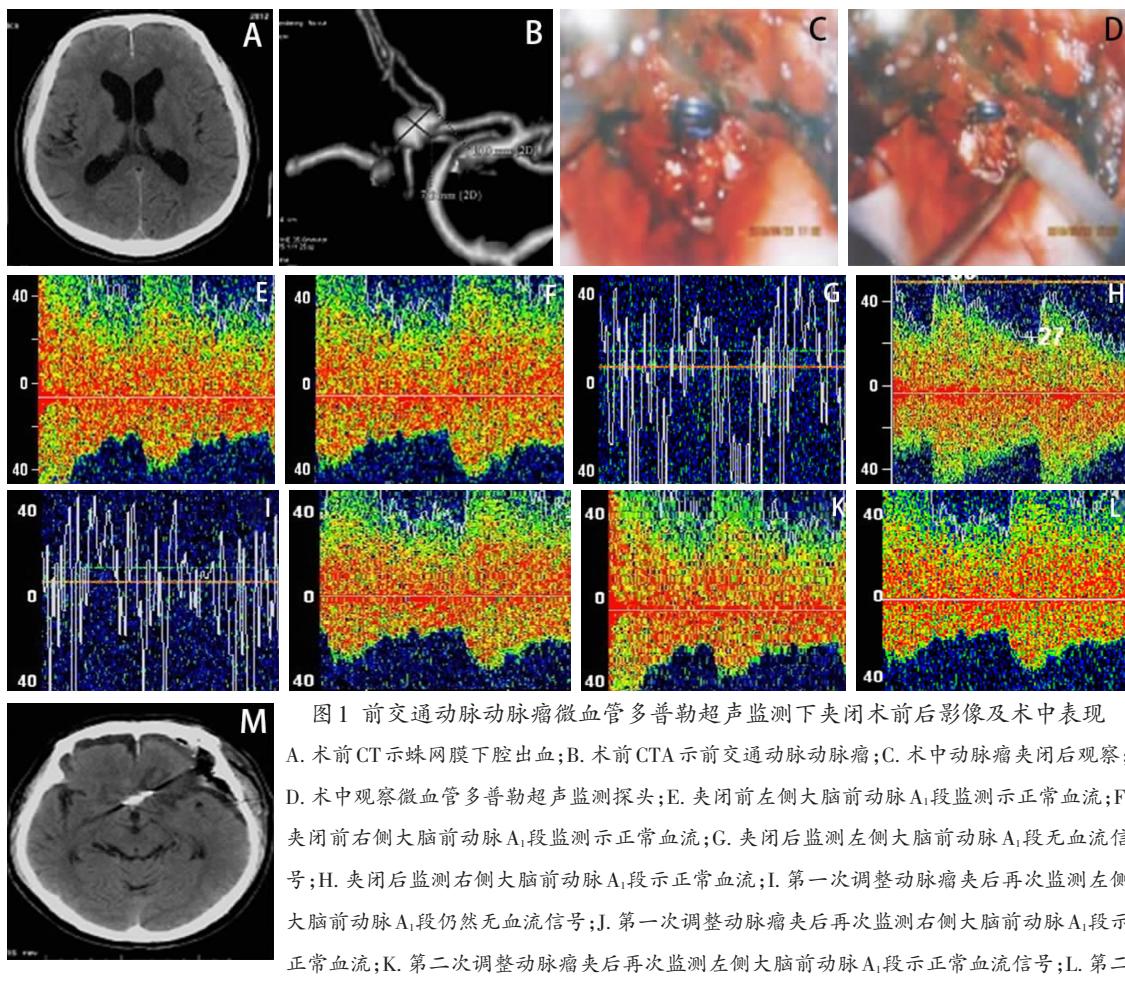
前交通动脉动脉瘤微血管多普勒超声监测下夹闭术前后影像及术中表现
